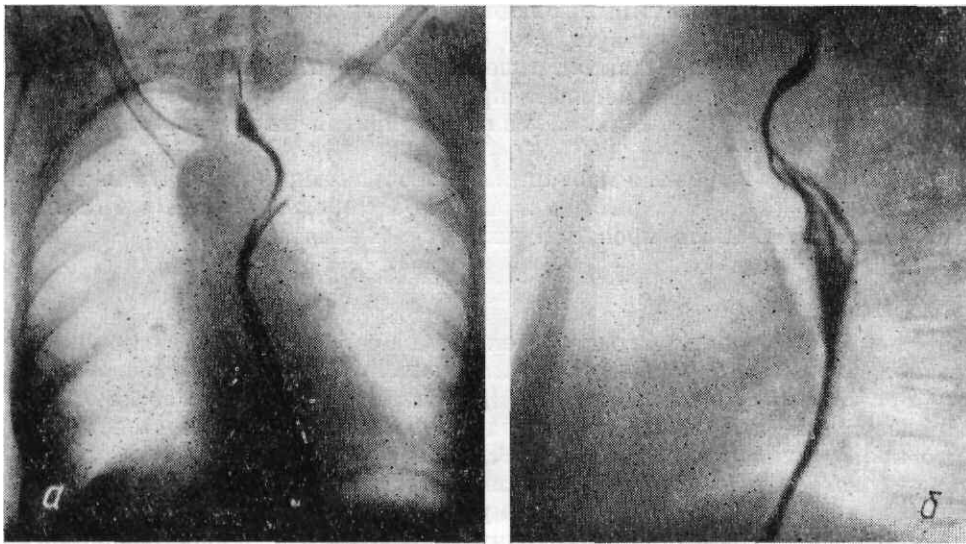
Рентгенограммы пищевода при праволежащей аорте.
